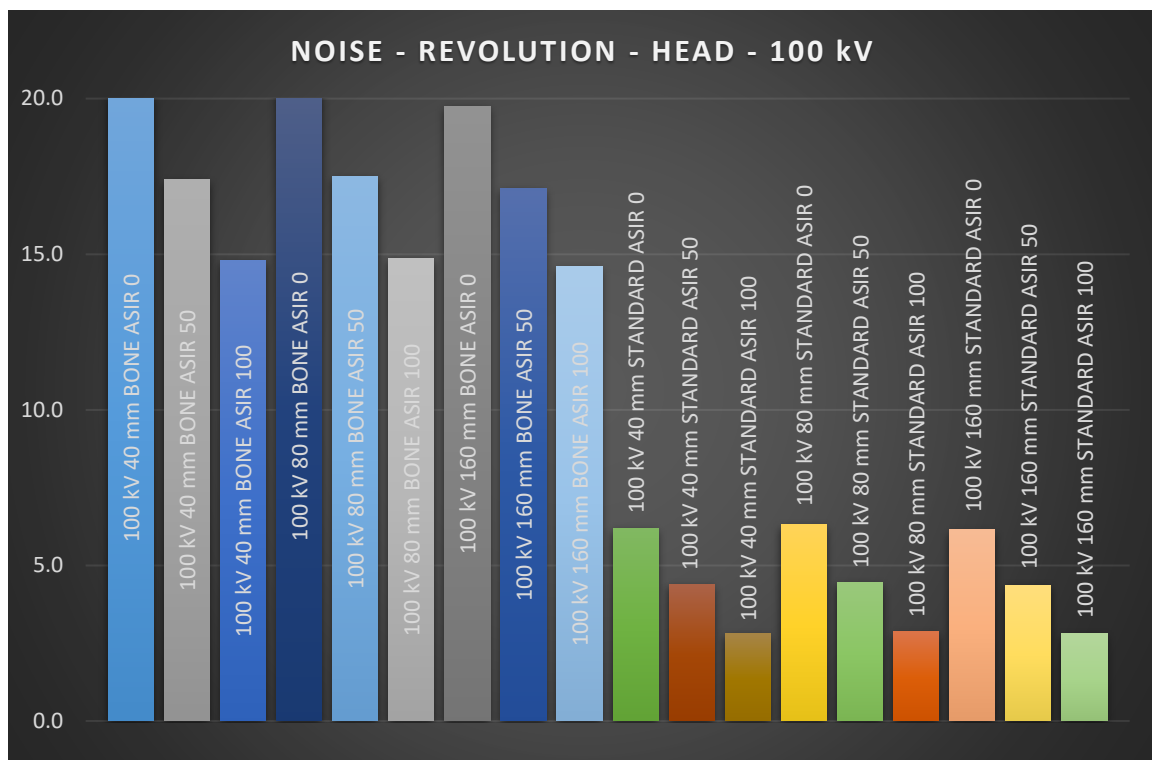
RUMORE AL VARIARE DI ASIR-V IN CT REVOLUTION, PER ENERGIA DI 100 kV, ACQUISIZIONE HEAD
